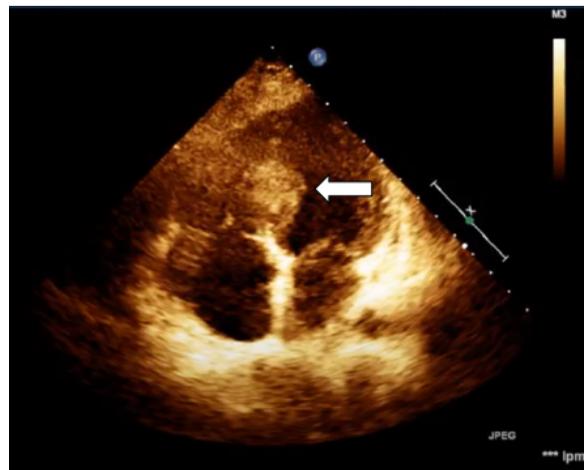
Ecocardiograma, eje de 4 cámaras apical que evidencia la lesión a nivel del tabique interventricular (flecha).
